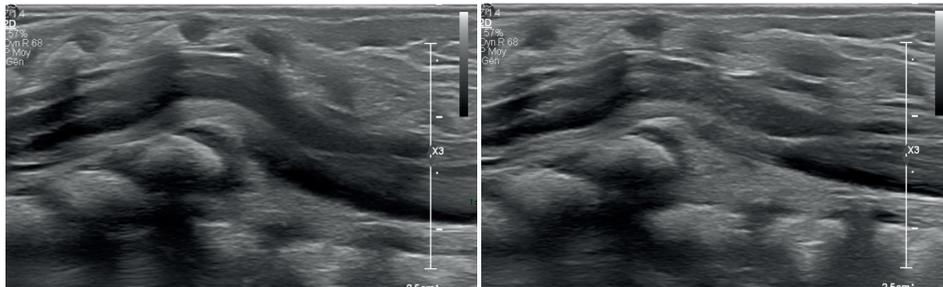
Échographie dynamique de la moelle épinière lors de la réduction de la cyphose.
